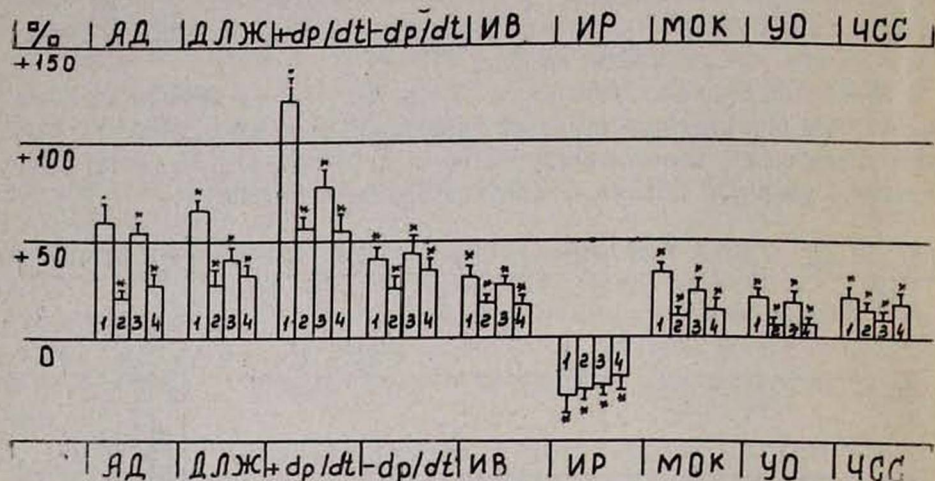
Влияние нитропруссид натрия (100—120 мкг/кг/мин) и нитроглицерина (100—150 мкг/кг/мин) на показатели кардио- и гемодинамики при введении адреналина. 1—реакция на введение адреналина до окклюзии коронарной артерии. 2—реакция на введение адреналина через 60 мин после окклюзии коронарной артерии. 3—реакция на введение адреналина после инфузии нитроглицерина во время окклюзии коронарной артерии. 4—реакция на введение адреналина после инфузии нитропруссид натрия во время коронарной артерии. *—данные статистически достоверны ($P < 0,05$).
